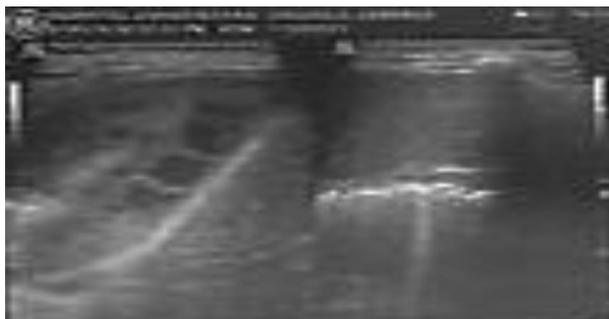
Ecografía de tórax: Derrame pleural tabicado en campo pulmonar derecho.
